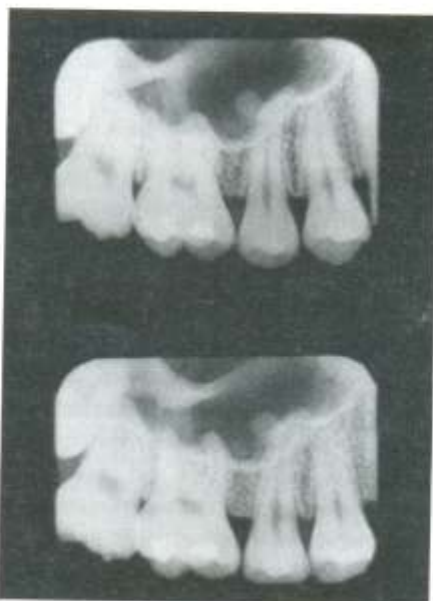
Radiografias Orto e Disto-radial com finalidade estereoscópica
